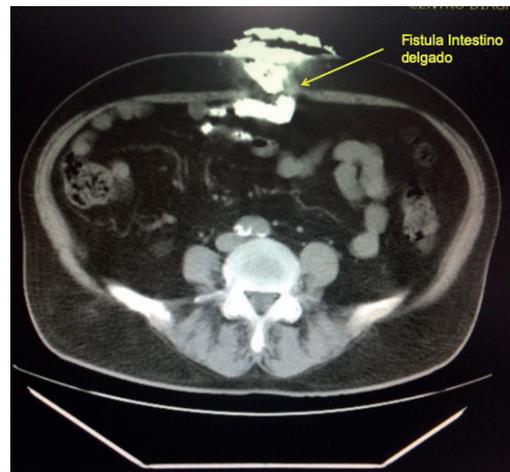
Fistulografía en un TAC realizado a la altura de la hernioplastia. Se observa la fístula de intestino delgado.
